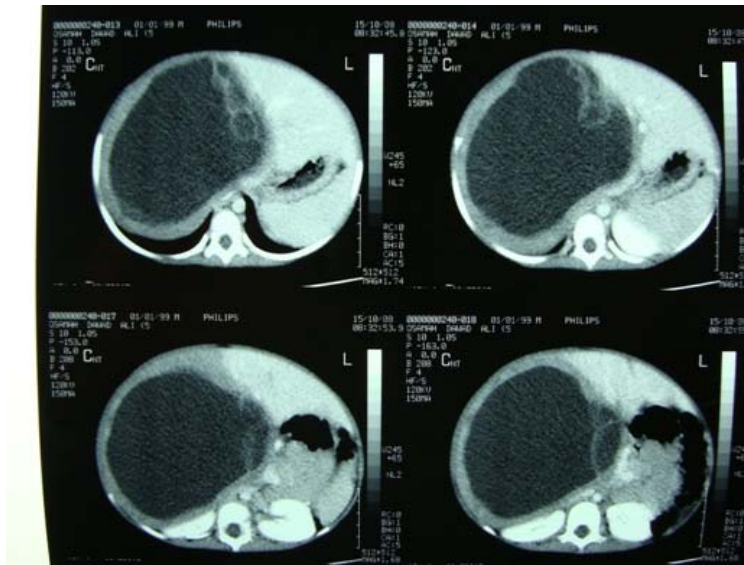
Tomografía axial computarizada de abdomen. Muestra el quiste hidatídico.
